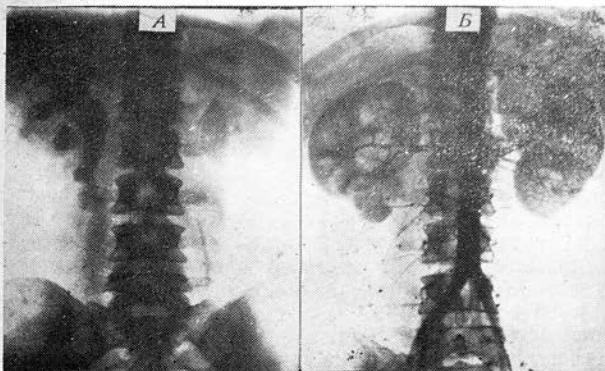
Рентгенограммы поясничной области С., 32 лет. Туберкулез правой почки, структура тазового отдела правого мочеточника. А — отсроченная (через 1 ч) внутривенная уrogramма. Рентгенологические изменения трактовались как кавернозное поражение верхнего сегмента почки. Б — артерионефрографическая фаза трансфеморальной аортопернионаваграфии у этой же больной. Окончательный диагноз: кавернозный туберкулез нижнего сегмента правой почки, структура предпузырного отдела правого мочеточника. Произведены резекция нижнего сегмента, уретеропиелостомия. Выздоровление.
